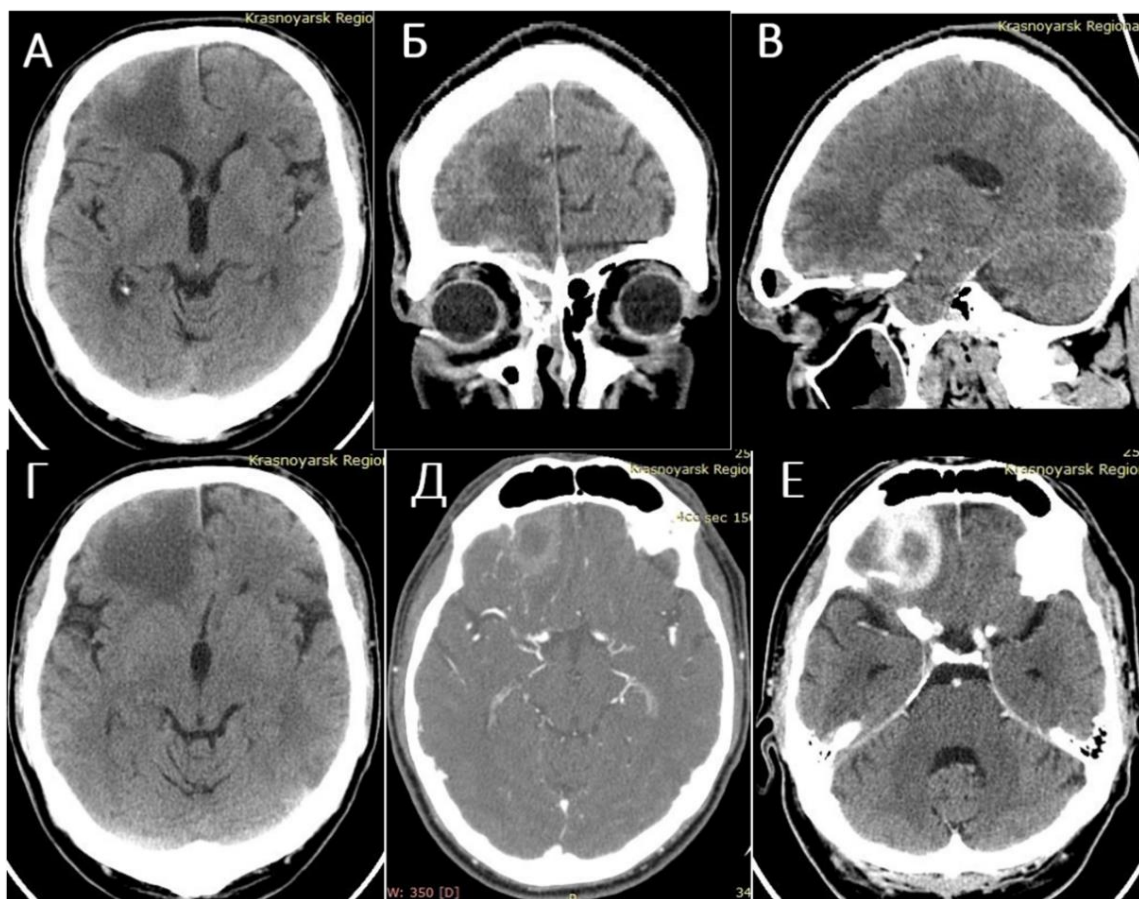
КТ головного мозга пациента Н., 43 лет, без контрастирования в аксиальной (А, Г), коронарной (Б) и сагиттальной (В) проекциях и после введения контраста (аксиальная проекция – Д, Е). Диагноз: острый гнойный правосторонний гнойный этмоидит, сфеноидит, орбитальный целлюлит справа, риносинусогенный абсцесс лобно-теменной области справа. При нативном исследовании определяется больших размеров неправильной формы гипоинтенсивный очаг (17–21 ед. Н) в лобно-теменной области справа. При контрастировании в зоне очага определяется накопление контрастного вещества в виде широкого кольца (стадия формирования капсулы абсцесса)
